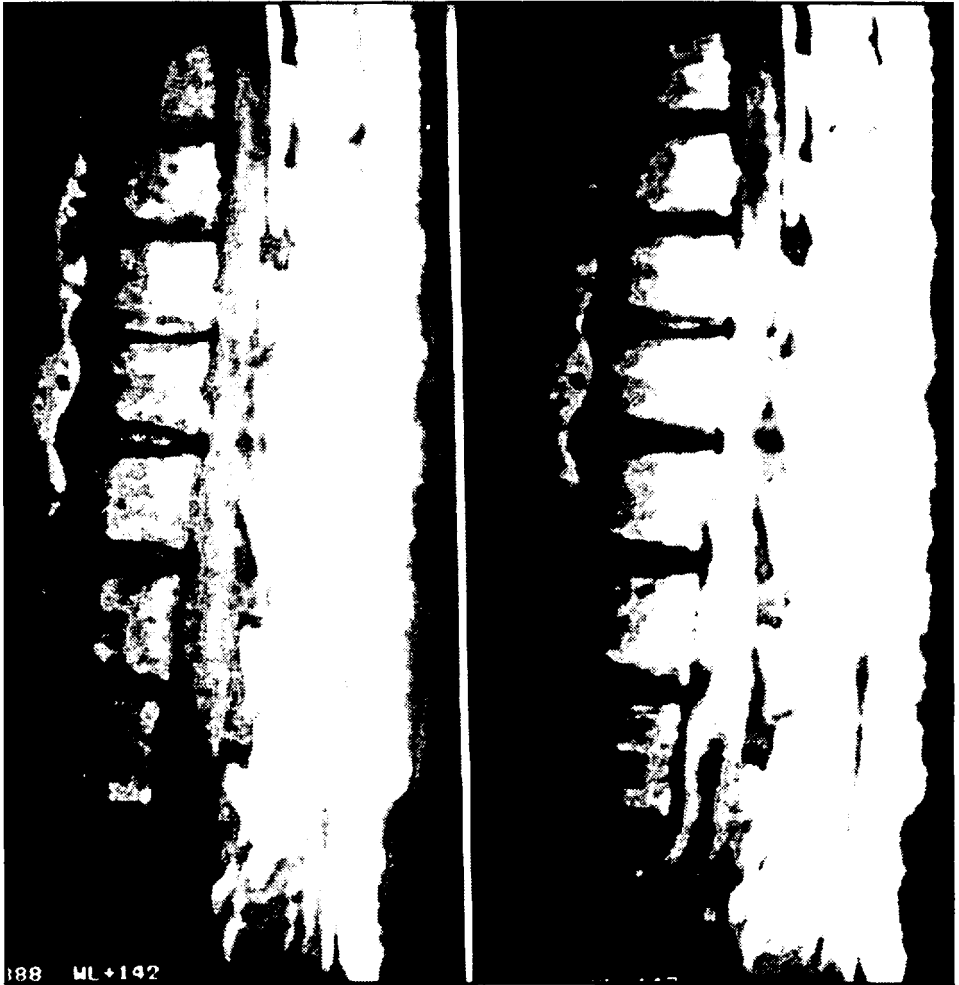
(à esquerda) e 2 (à direita). Caso AMC. A MRI em T1 mostra no exame, sem contraste, lesão com o mesmo sinal da medula, obliterando o espaço subaracnóideo e indissociável da medula. Após o contraste paramagnético, observa-se acentuado aumento do sinal em torno do saco dural em nível tóraco-baixo e lombar superior.
